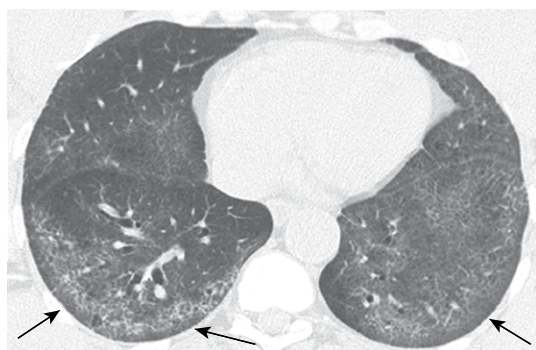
TC do tórax com corte axial da região pulmonar inferior, mostrando opacidades em vidro fosco periféricas, com leve reticulação de permeio, preservando o parênquima pulmonar subpleural (setas).
